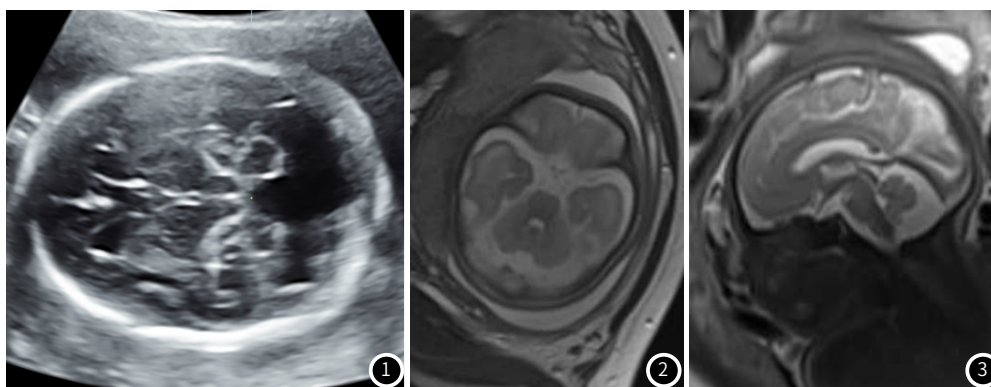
产前超声显示Dandy-Walker畸形。图2 产前MRI示颅后窝增宽,大枕大池。图3 产前MRI扫描示小脑蚓部发育不良。
